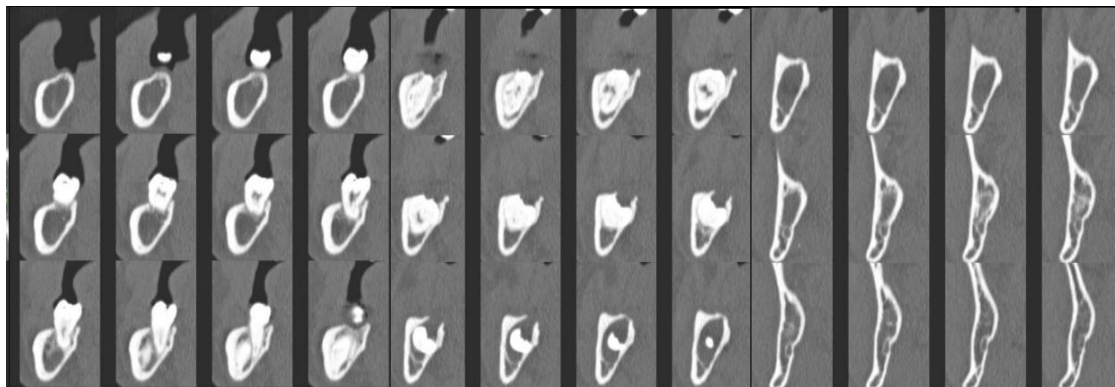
Tomografia computadorizada axial ilustrativa do mesmo caso de quisto dentígero. Cortes transversais da mandíbula, lado esquerdo, em região correspondente aos dentes 37 e 38, avançado em sentido posterior da esquerda para a direita. Nas imagens mais à direita é visível a lesão quística (mais radiolúcida).
